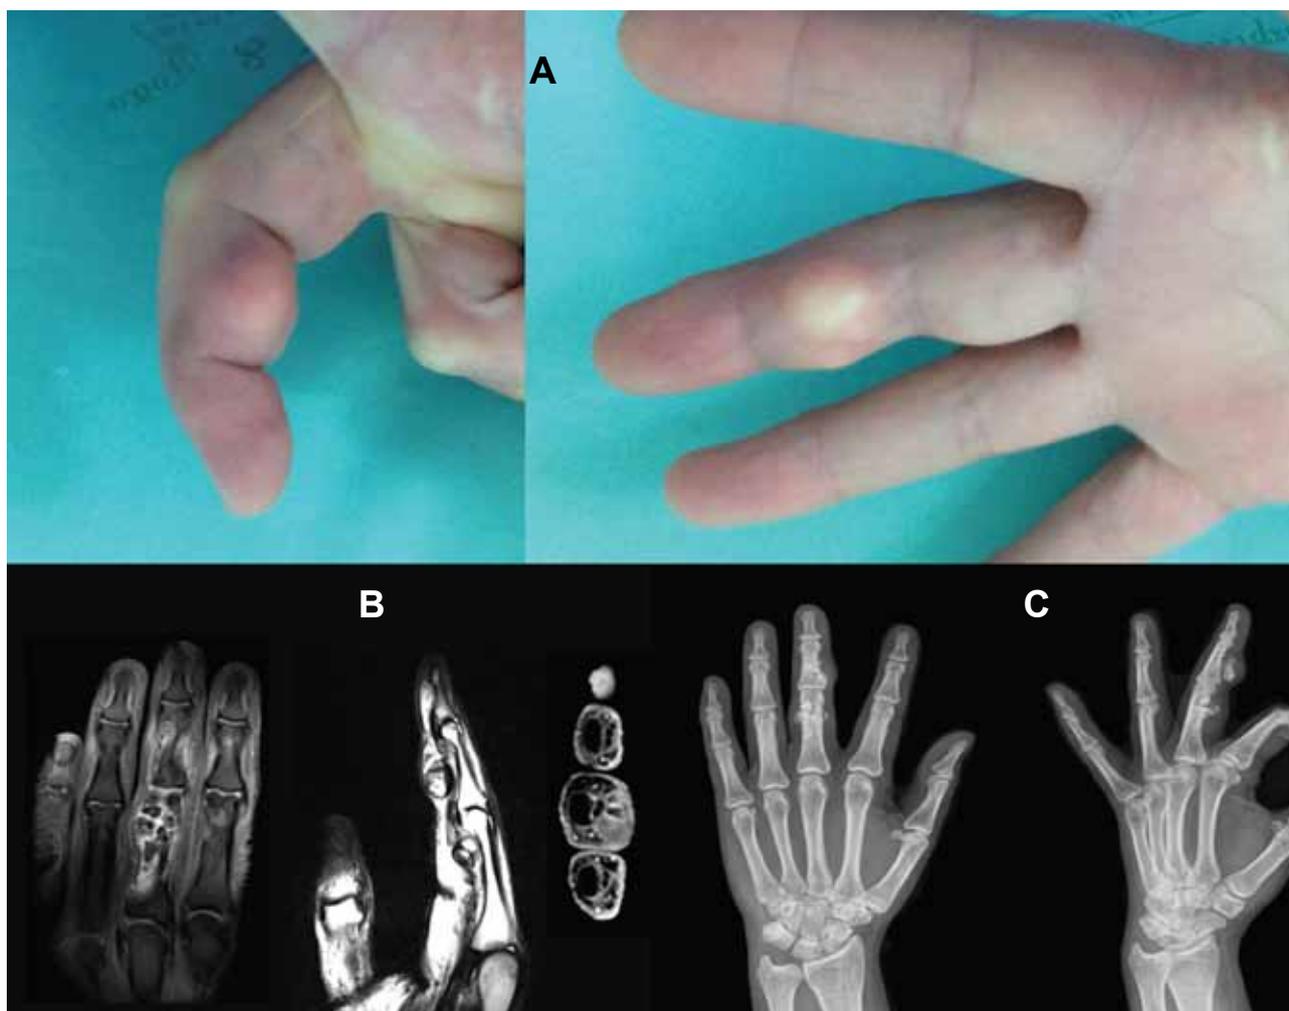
A) aspeto clínico, B) RMN e C) Rx pré-operatórios.
